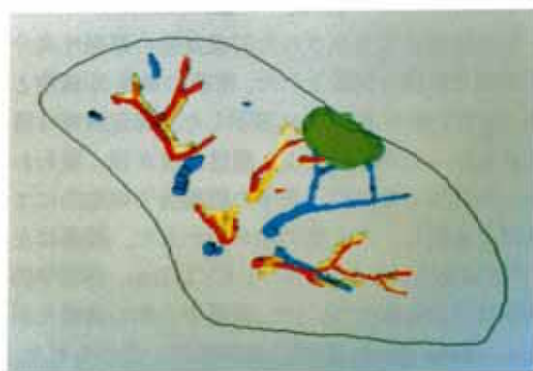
Reconstructed image of five slices, approximately corresponding to the preoperative 10-mm thick CT image shown as Fig. 1b.
